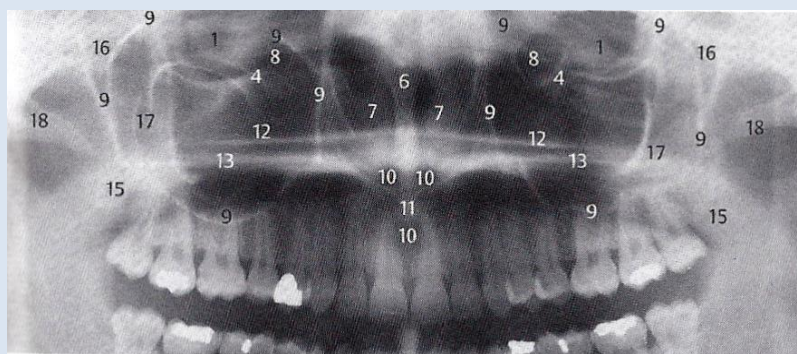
Radiografia panorâmica - Fonte: Radiologia odontológica - Texto e Atlas
